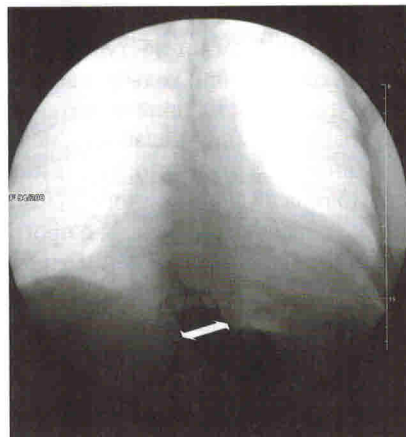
Пациентка Г. Рентгеноскопия в прямой проекции стоя. Стрелкой указан максимальный размер раскрытия кардии
